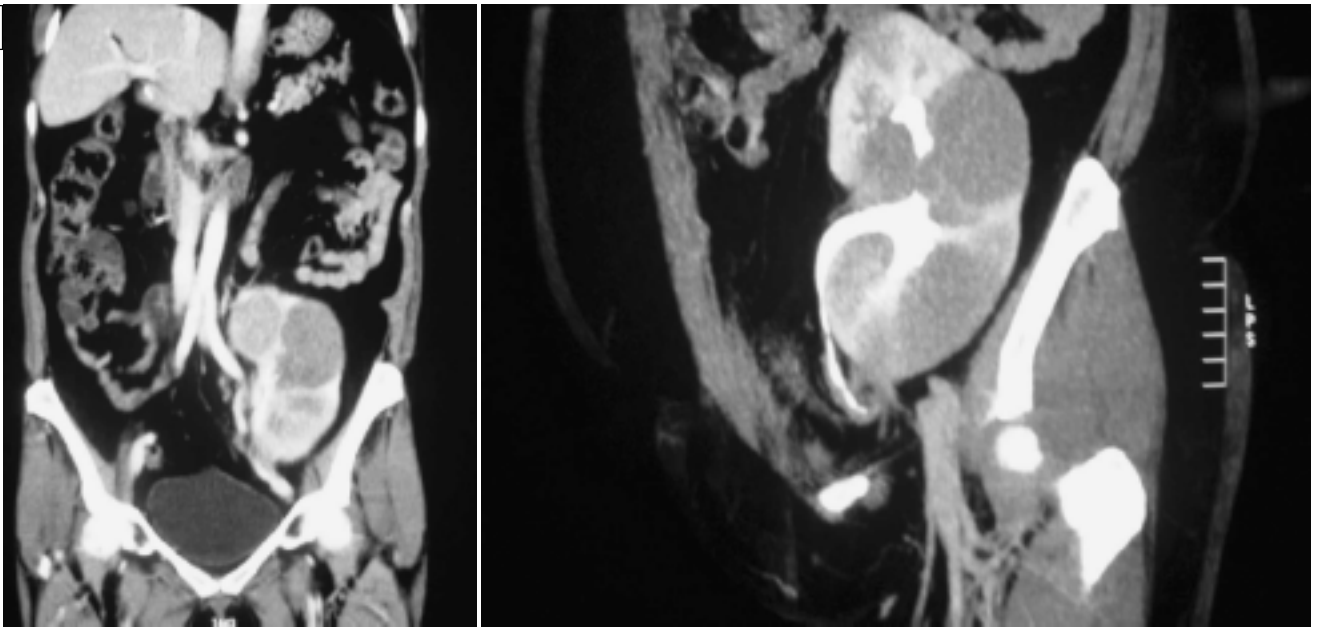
Hallazgos en la tomografía axial computarizada de abdomen.
